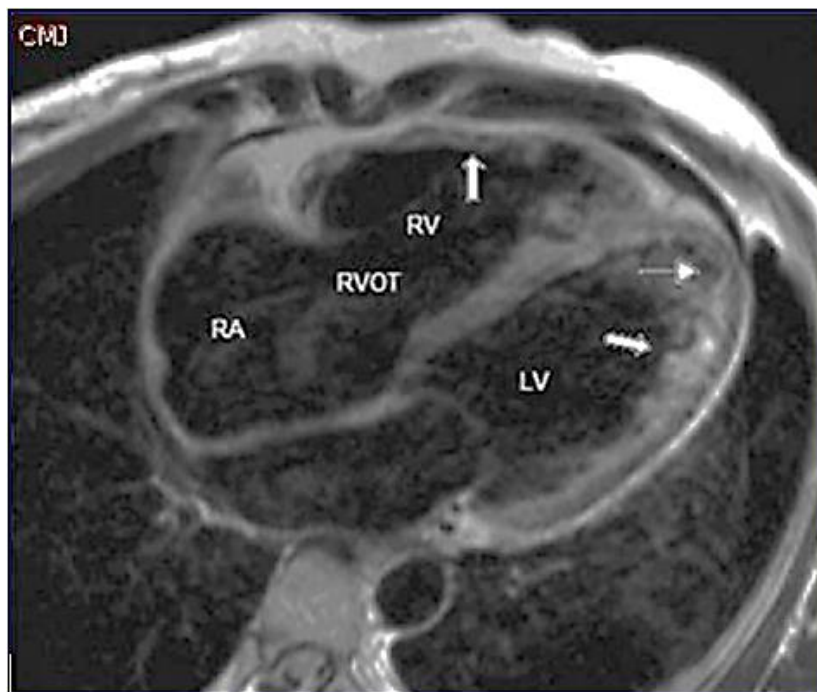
МРТ сердца больного АКМП: истончение стенок ПЖ с дилатацией его полости, дилатация выводного тракта ПЖ (показано тонкой стрелкой), жировое перерождение (показано широкой стрелкой)
